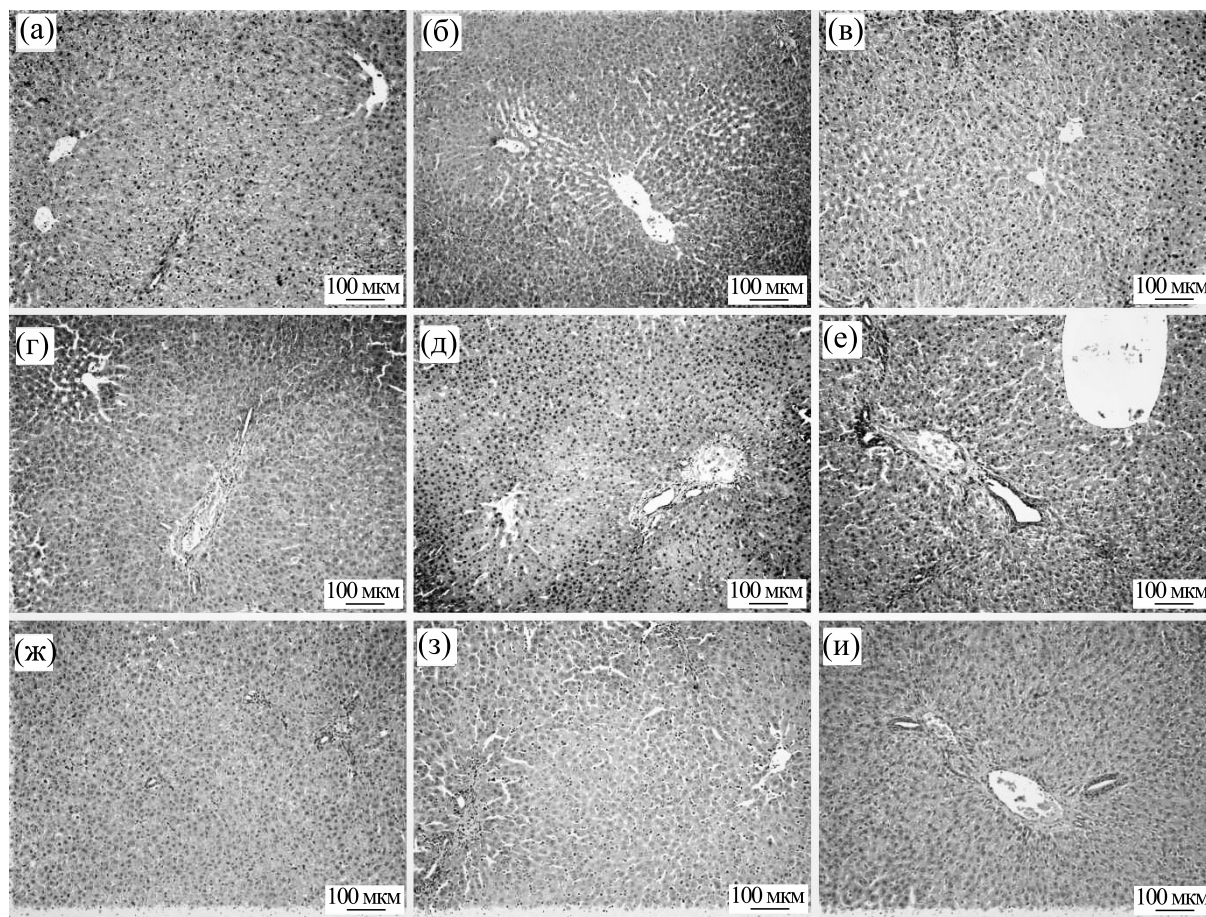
Морфология печени при И-Р почки. (а)–(в) – Печень после нефрэктомии (группа № 2): (а) – через 2 ч, (б) – через 5 ч, (в) – через 24 ч; (г)–(е) – печень после И-Р почки (группа № 3): (г) – реперфузия 2 ч, (д) – реперфузия 5 ч, (е) – реперфузия 24 ч; (ж)–(и) – печень после И-Р почки в условиях введения Prx6 (группа № 4): (ж) – реперфузия 2 ч, (з) – реперфузия 5 ч, (и) – реперфузия 24 ч. Окраска гематоксилин-эозином.
